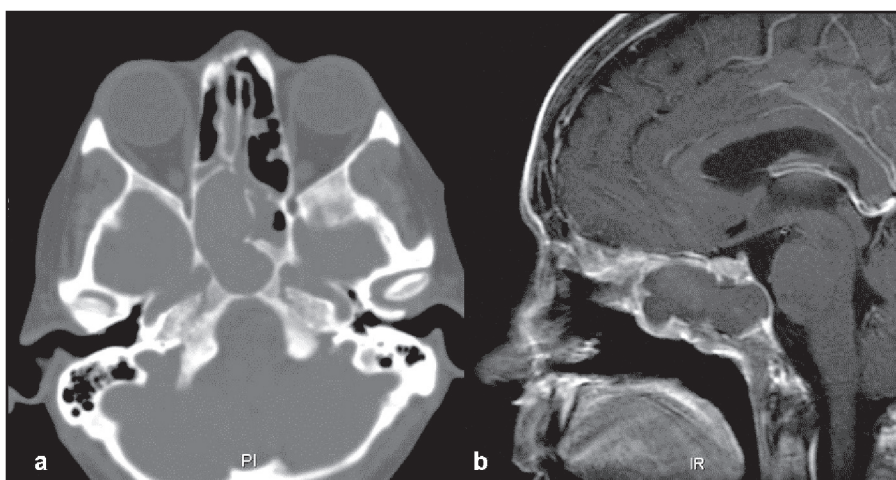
(a y b). Imágenes axial de TC (a) y sagital de RM potenciada en T1 con contraste (b). Se observa la ocupación de los senos esfenoidales con remodelación del clivus posteriormente, abombamiento, adelgazamiento y erosión de la cortical ósea en TC. Se observa la captación de contraste en la pared del mucocoele (b), que abomba posteriormente en la cisterna prepontina.
